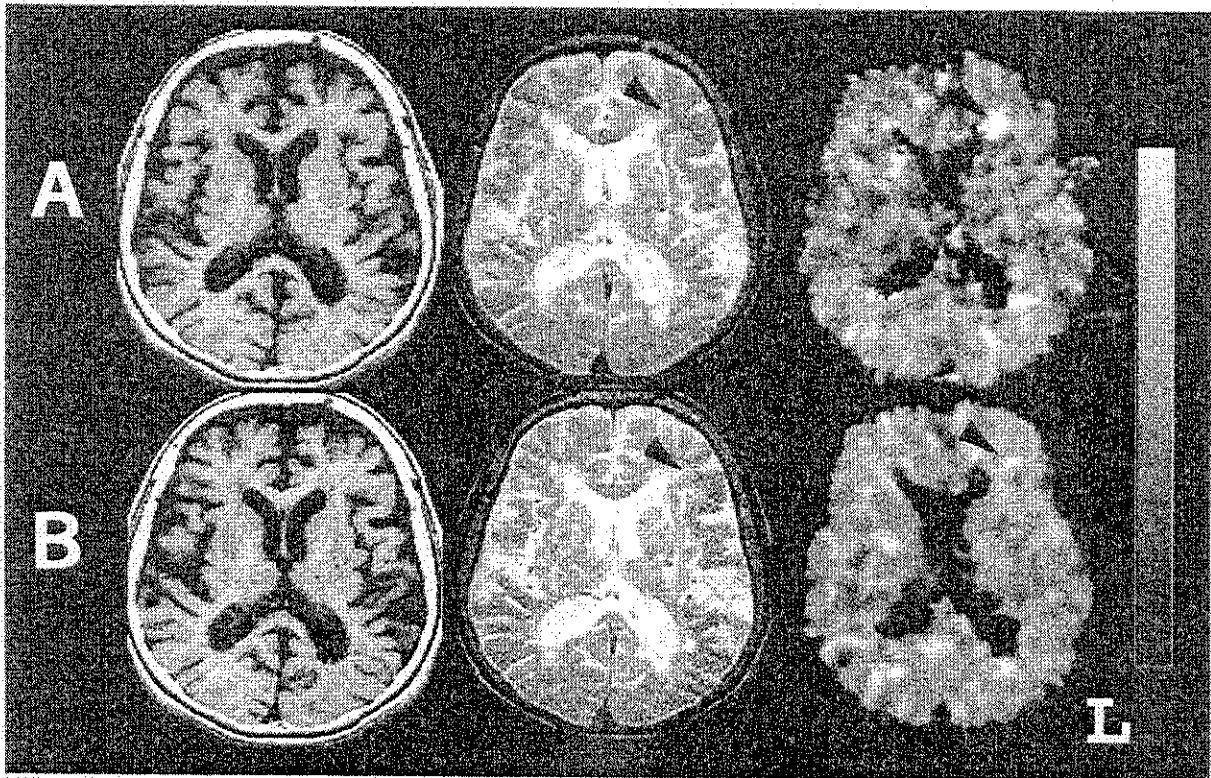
1年の経過観察で症状の進行した症例。初回検査時(A)と1年後(B)のMRI T1強調画像、T2強調画像、PET酸素摂取(OEF)率画像(左より)をそれぞれ示す。初回検査時、辺縁部でOEFの上昇していた白質領域(矢印)はMRIの高信号領域(PVH)が拡大し、新たな辺縁部でOEFの上昇が見られる。
